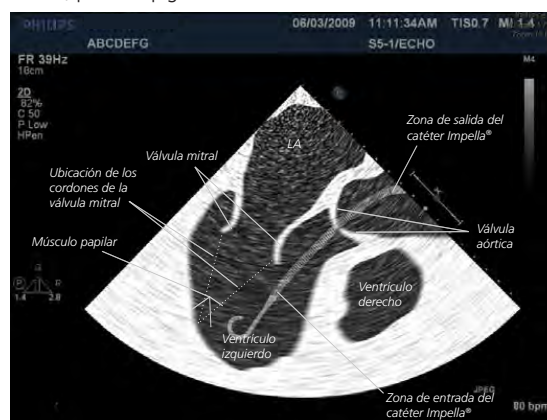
Ecocardiograma transesofágico (ETE) del catéter Impella
